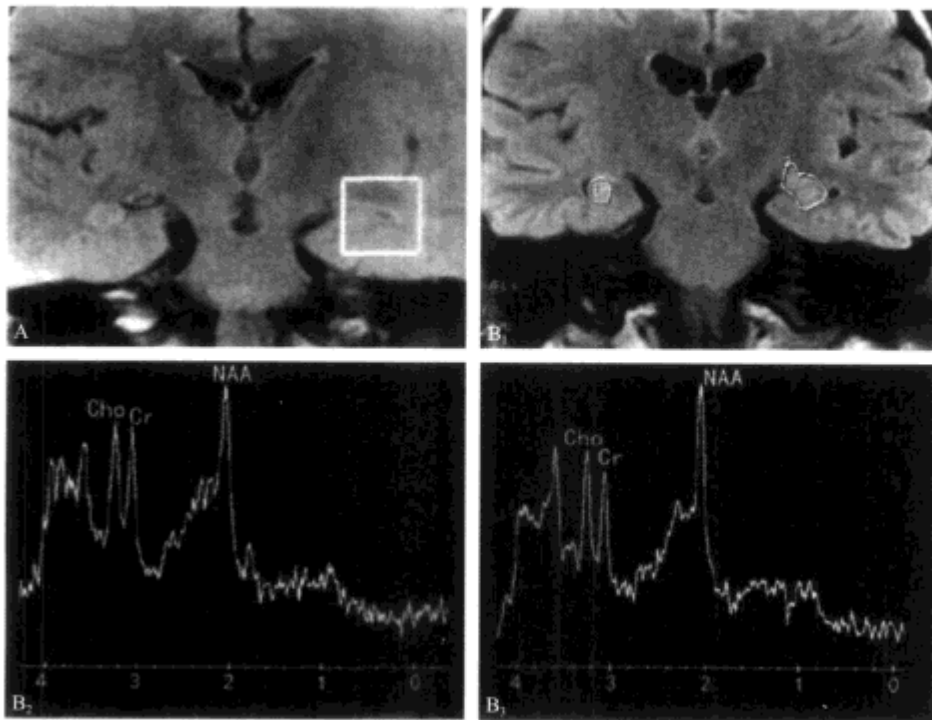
A.定位框选择在颞叶的内侧区域。B₁右侧颞叶海马硬化。B₁ FLAIR 序列图像示右侧颞叶信号增高, 体积缩小; B₂ MRS示右侧海马硬化区NAA峰降低, Cr和Cho峰升高; B₃左侧海马区NAA峰无明显异常
